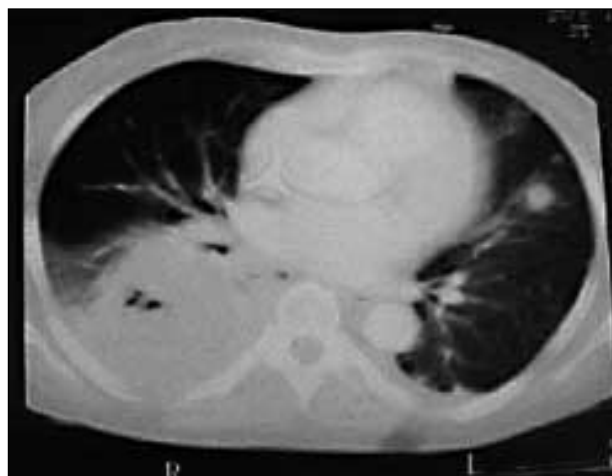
Tomografía computarizada torácica con múltiples nódulos e infiltrados pulmonares de diferente tamaño, uno mayor en lóbulo inferior derecho.
